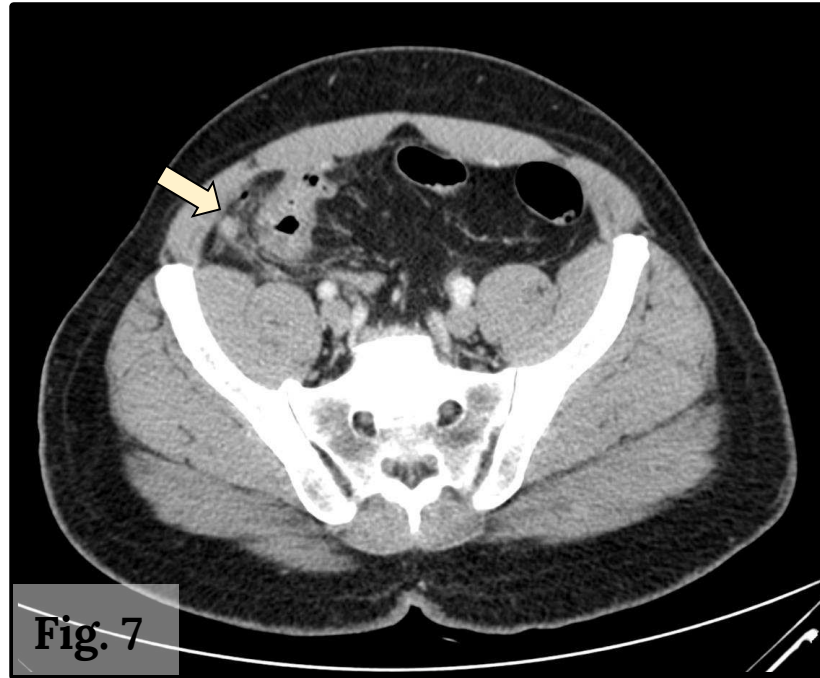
La TC identifica cambios inflamatorios sugestivos de apendicitis en el cuadrante inferior derecho, consistentes en discreto aumento de calibre del extremo distal del apéndice cecal, engrosamiento parietal con edema submucoso de un segmento corto del mismo y estriación de la hierba regional. No se identifican colecciones intraabdominales ni gas ectópico.
